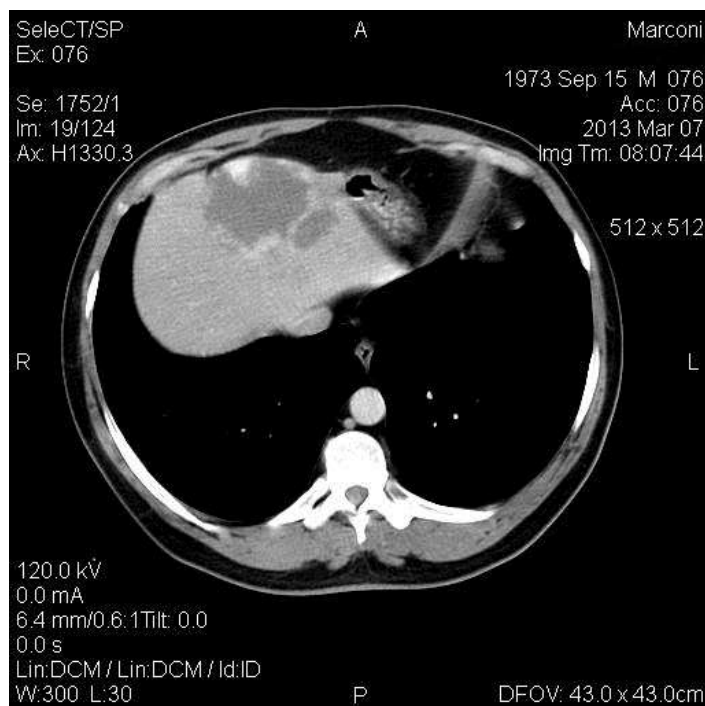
КТ-ознаки об'ємного утворення лівої долі печінки – гемангіома (пацієнт Д., 40 років).
